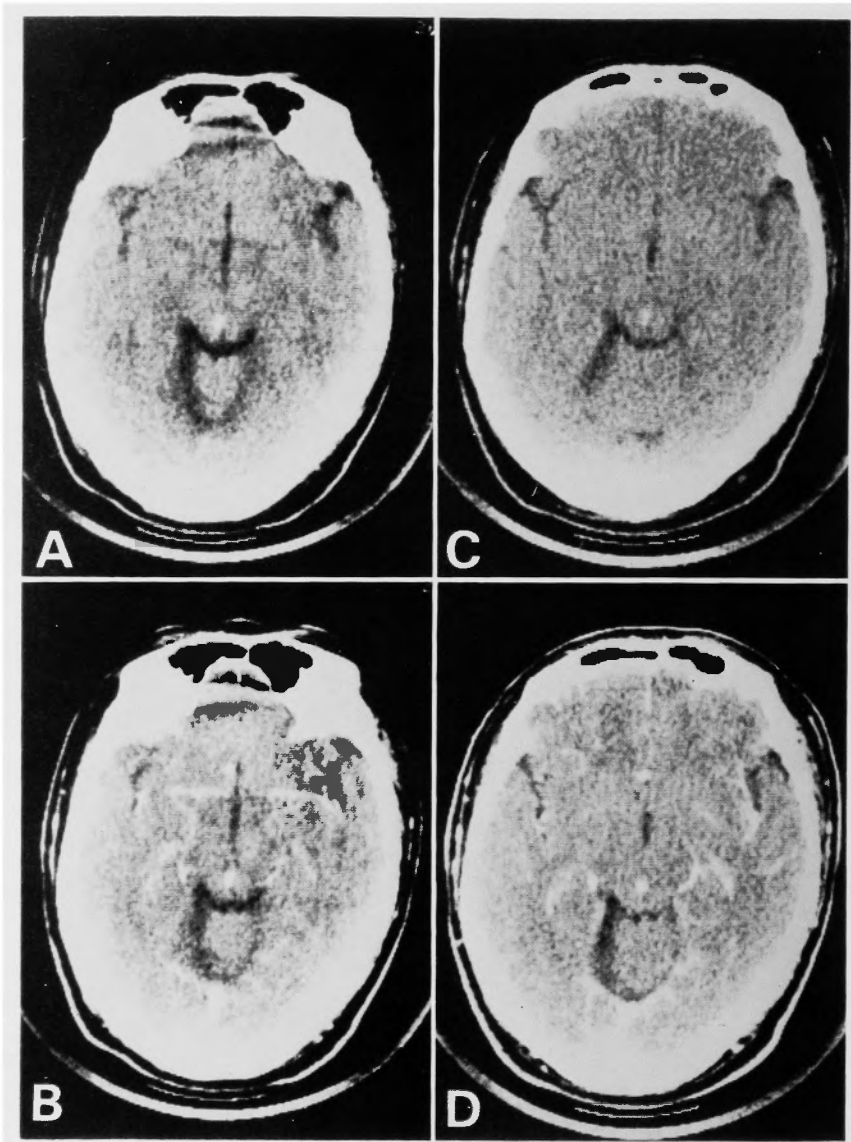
Plain (A) and contrast (B) CT 1.5 months after, and plain (C) and contrast (D) CT 4.5 months after, the onset, showing remaining high density spot.
